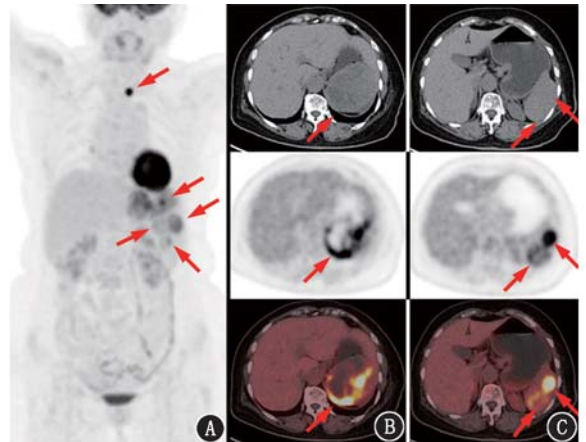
脾恶性纤维组织细胞瘤(MFH)患者(女,64岁)<sup>18</sup>F-脱氧葡萄糖(FDG)PET/CT显像图。A.最大密度投影图示脾脏多处代谢增高影,甲状腺左叶结节状异常高代谢影(箭头示);B. PET/CT显像示脾脏较大病灶(箭头示)约8.8 cm×7.5 cm,见不规则坏死区,边缘糖代谢不均匀增高;C.下方层面见2个等密度病灶(箭头示),代谢异常增高
